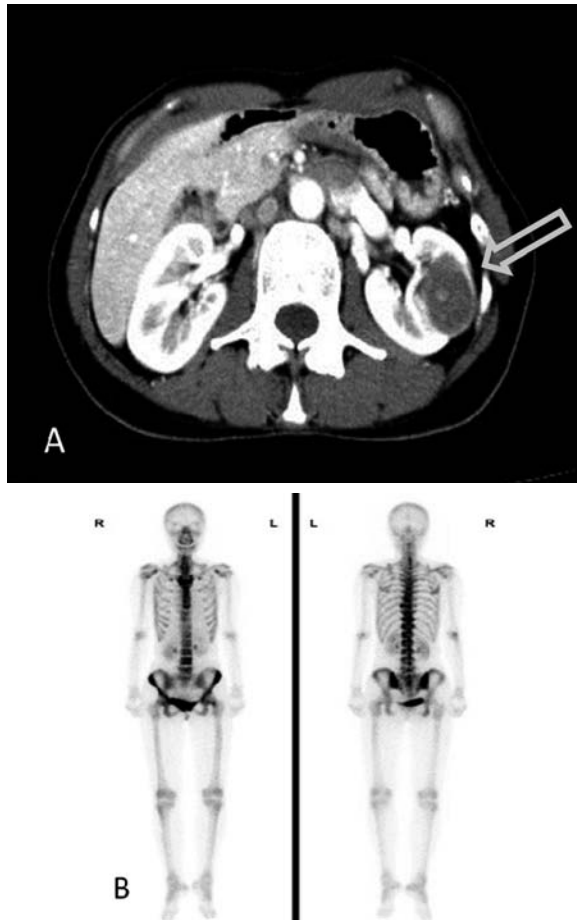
A: Abdominal enhanced computed tomography (CT) showed a mass 3 cm in diameter, located on the left kidney. B: A systemic bone scan could not detect any bone metastases.
